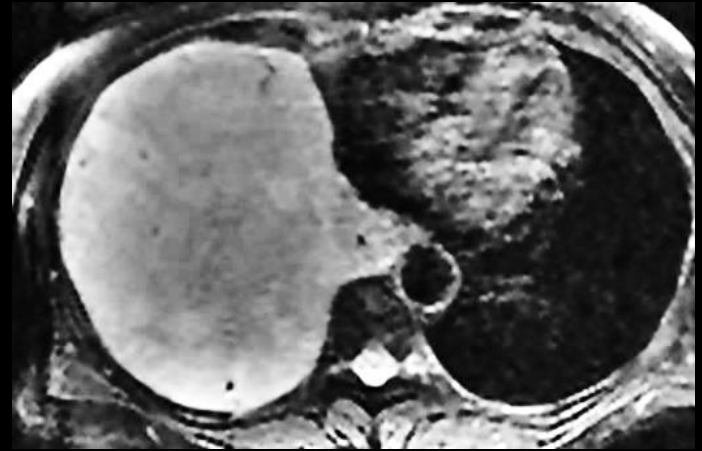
64-year-old woman with shortness of breath. Axial T2-weighted MR image of chest shows several flow voids in large, smooth, well-circumscribed right pleural solitary fibrous tumor.
